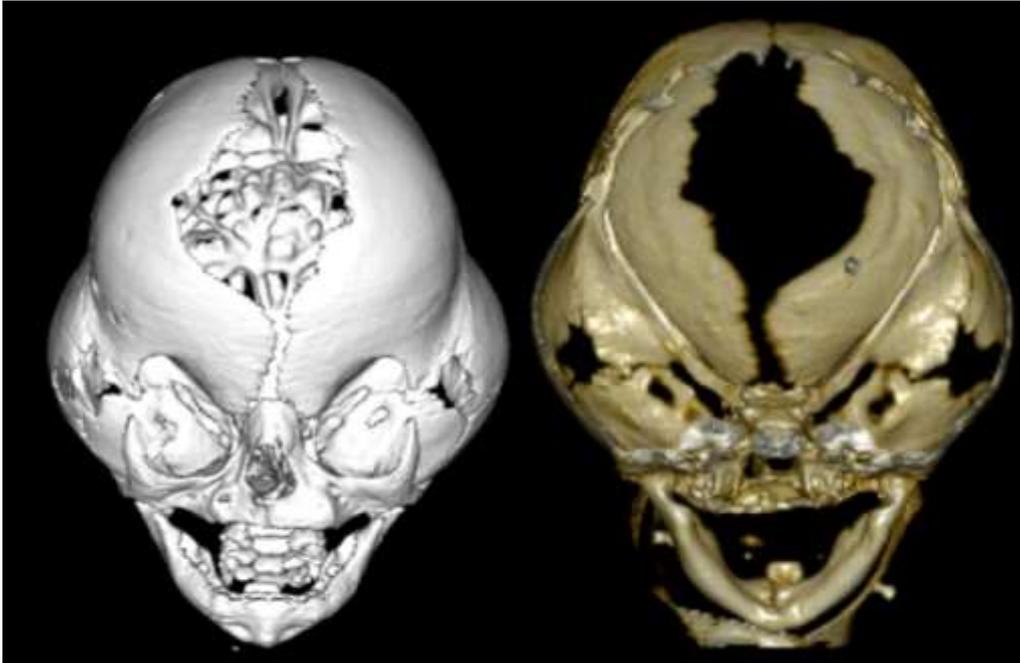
image d'une TDM 3D montrant l'aspect en trèfle caractéristique et la perméabilité des fontanelles bregmatique et ptériales ; Dte : vue intérieure du crâne montrant la bride ptériale réalisant une lame osseuse dans le plan sagittal
